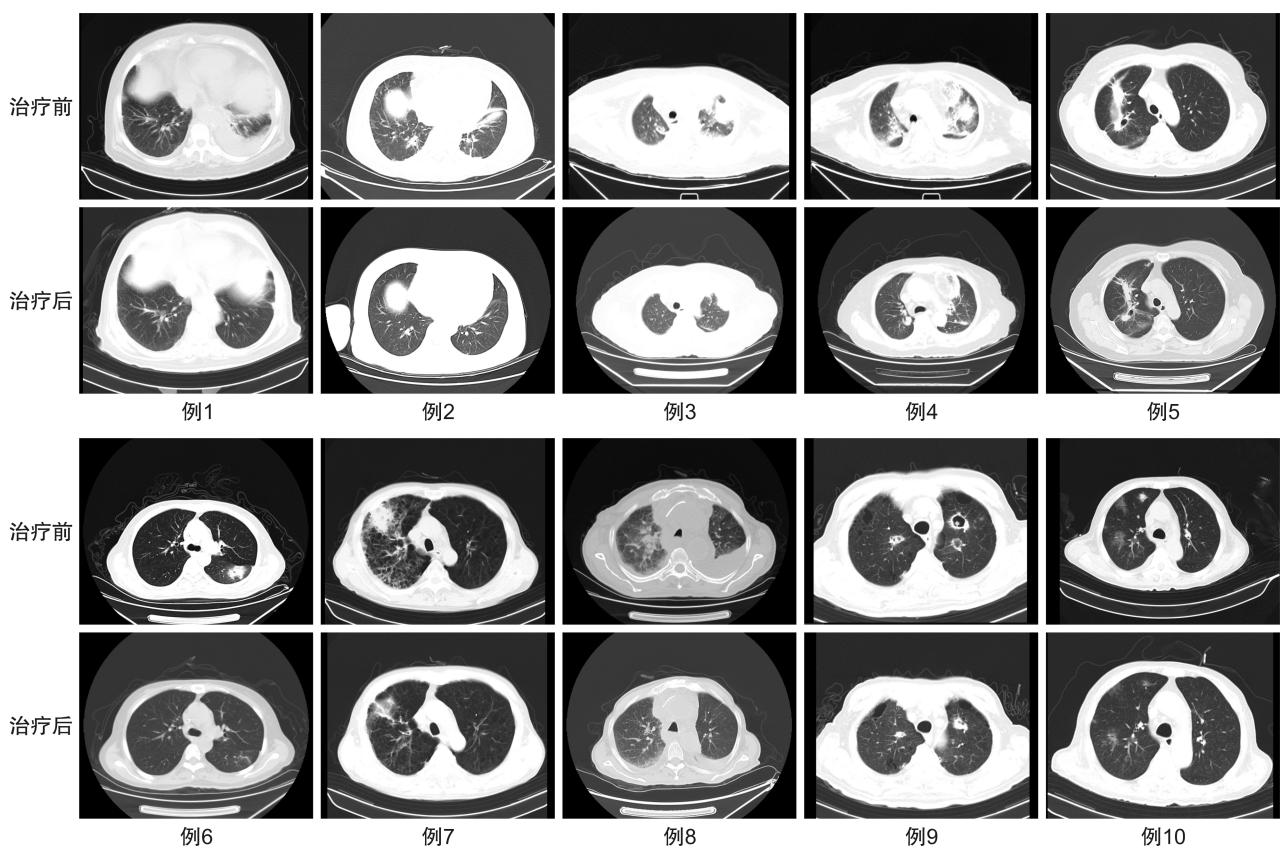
治疗后肺部CT较前好转的10例患者治疗前后比较
